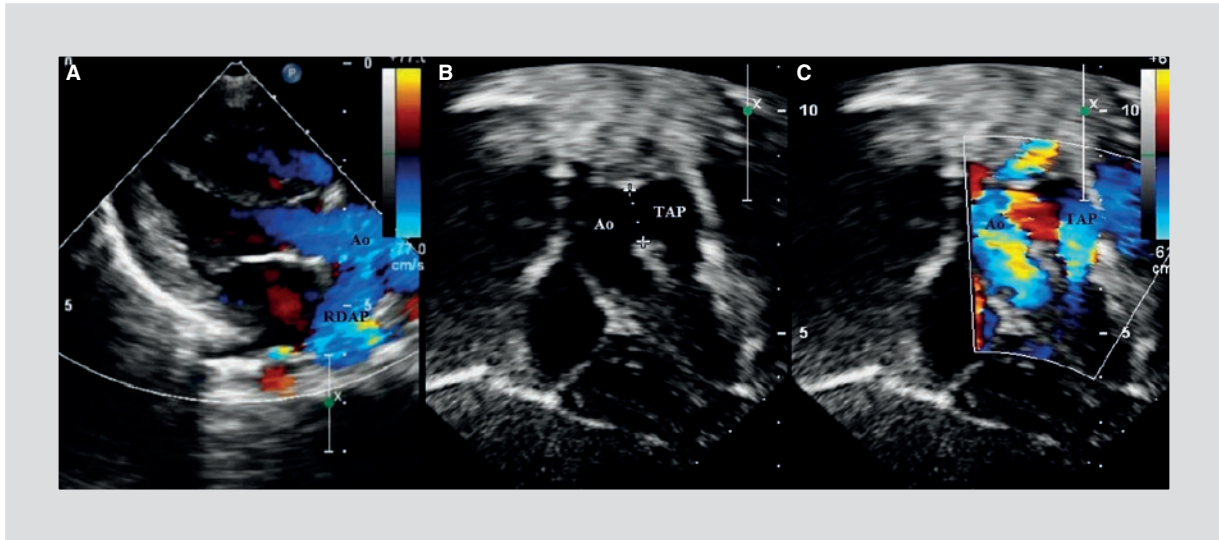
Ecocardiografía transtorácica en dos dimensiones del origen anómalo de la rama derecha de la arteria pulmonar y ventana aortopulmonar en un lactante. A: en el eje largo paraesternal se observa la rama derecha de la arteria pulmonar que emerge de la pared posterior y proximal de la aorta ascendente. B: en el eje subcostal se observa la ventana aortopulmonar entre la aorta ascendente y el tronco de la arteria pulmonar. C: Doppler-color que muestra la ventana aortopulmonar, la aorta y el tronco de la arteria pulmonar. RDAP: rama derecha de la arteria pulmonar; Ao; aorta ascendente; TAP: tronco de la arteria pulmonar.
